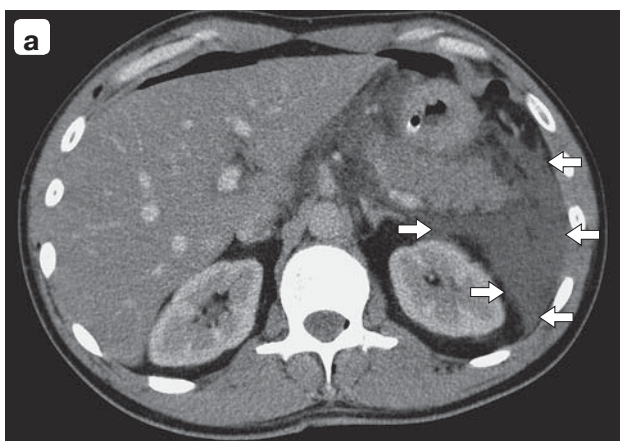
Компьютерные томограммы. 6-й день от начала заболевания. Сканы на разных уровнях (а, б). Венозная фаза. Острые перипанкреатические жидкостные скопления (APFC) указаны стрелками.
